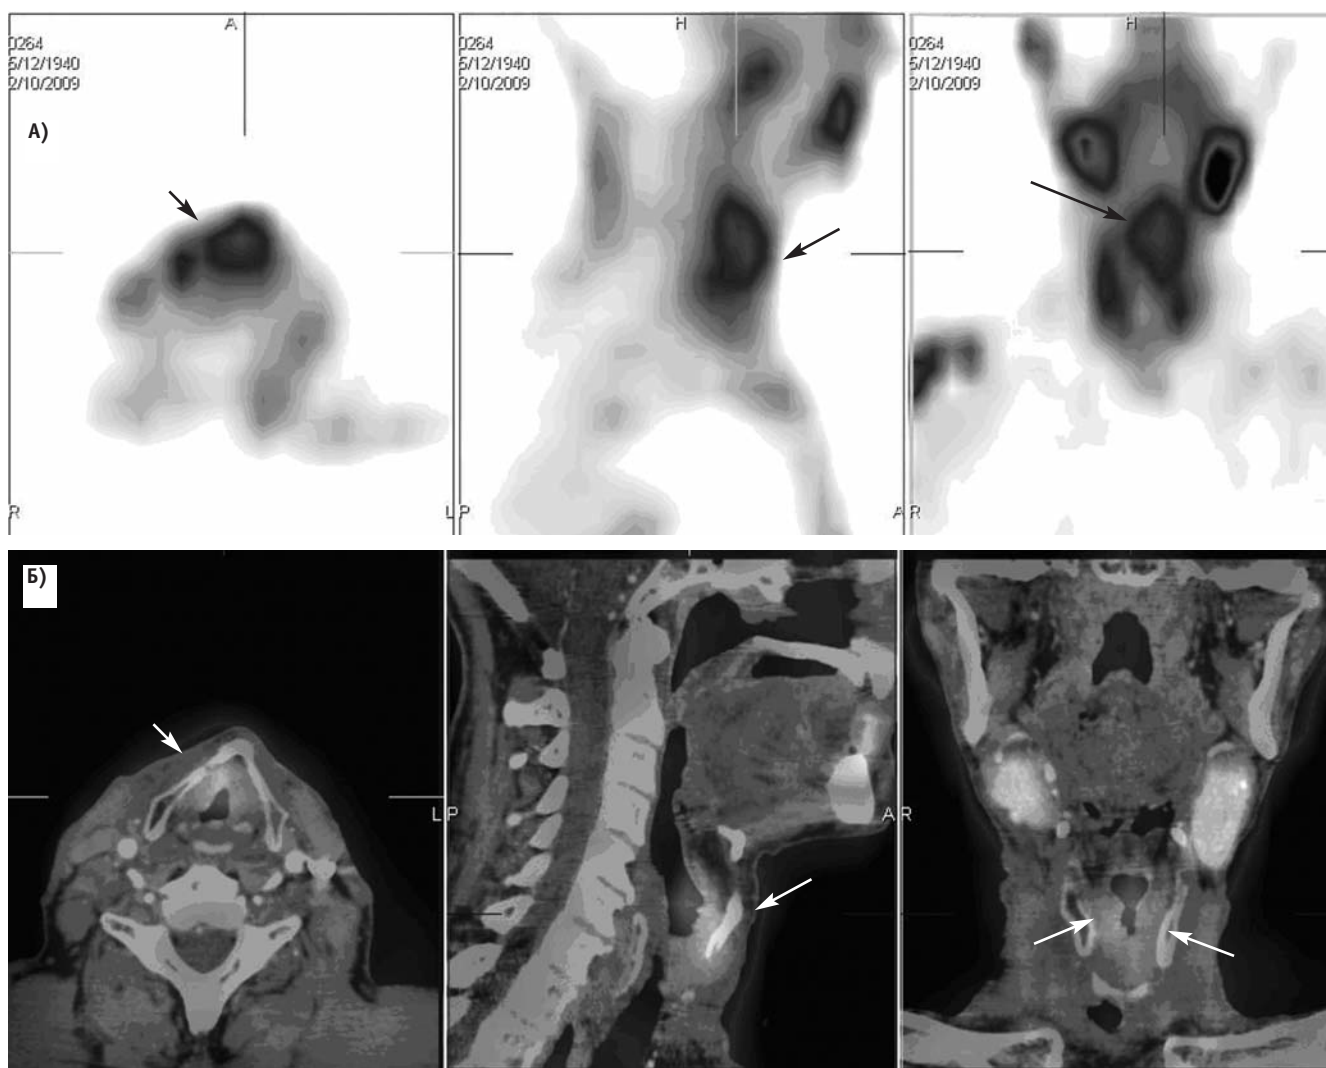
Сцинтиграмма пациента с диагнозом рак гортани $T_3N_0M_0$. Отмечается гиперфиксация индикатора в гортани (А). Тот же пациент, представлено совмещенное ОФЭКТ- и КТ-изображение (Б)
